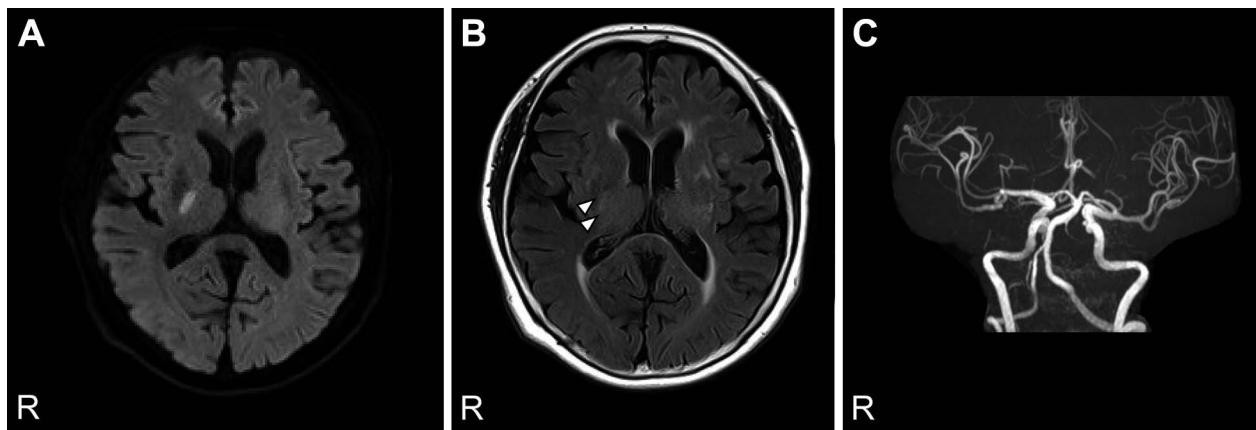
Brain MRI and MR angiography of the patient on admission.
